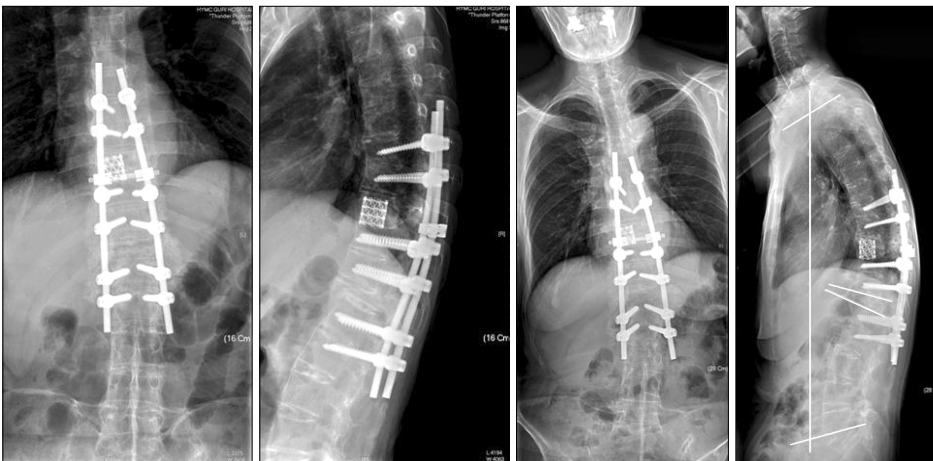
In the first operation, pedicle subtraction osteotomy at T12 and Smith-Petersen osteotomy at T9-10 were done. In the second operation, anterior corpectomy of T9 and anterior interbody fusion with Mesh were done in order to treat the Andersson lesion. The TK was 60° , the LL was -44° and the C7PL was 33 mm.
